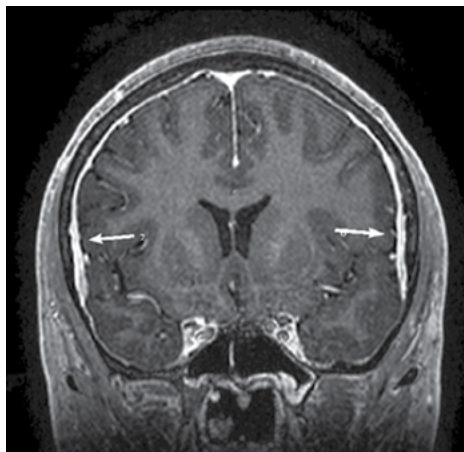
МРТ головного мозга, T1-режим с контрастным усилением, коронарный срез; стрелкой показано утолщение твердой мозговой оболочки височной области
